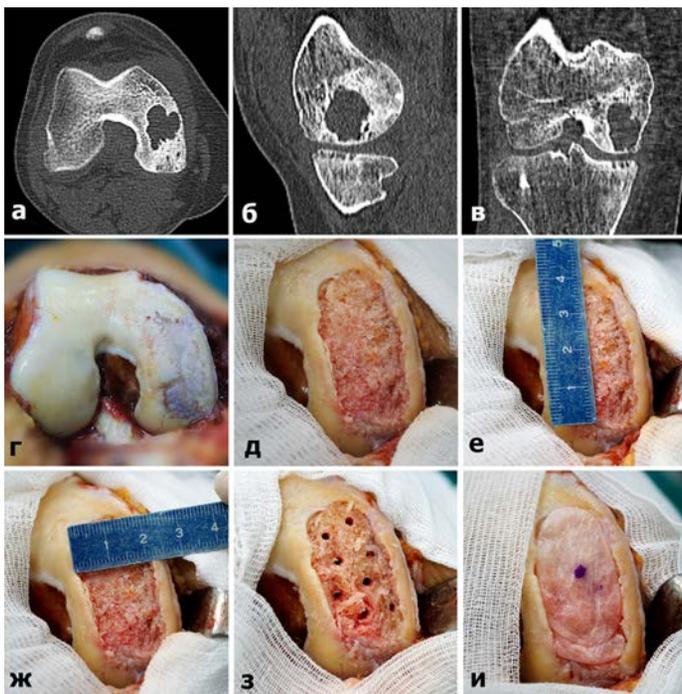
МСКТ (а,б,в) картина обширного КХД у больного К, г,д,е,ж,з,и – основные этапы операции (разъяснения в тексте).
